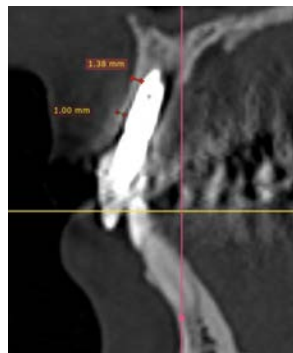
КТ через 12 месяцев после лечения
